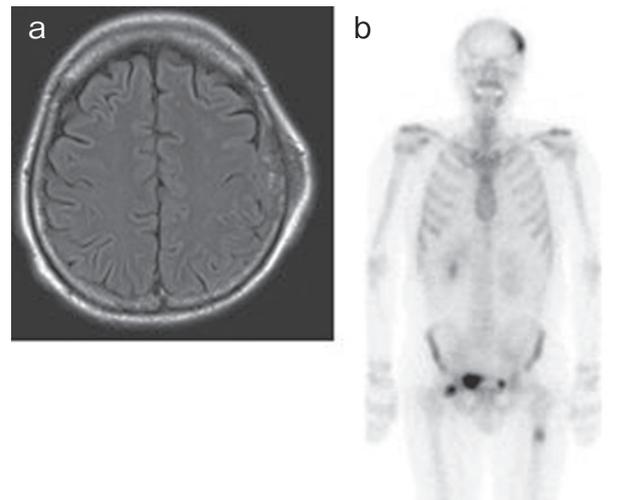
頭部MRI (FLAIR画像), 骨シンチグラフィ, X年5月
